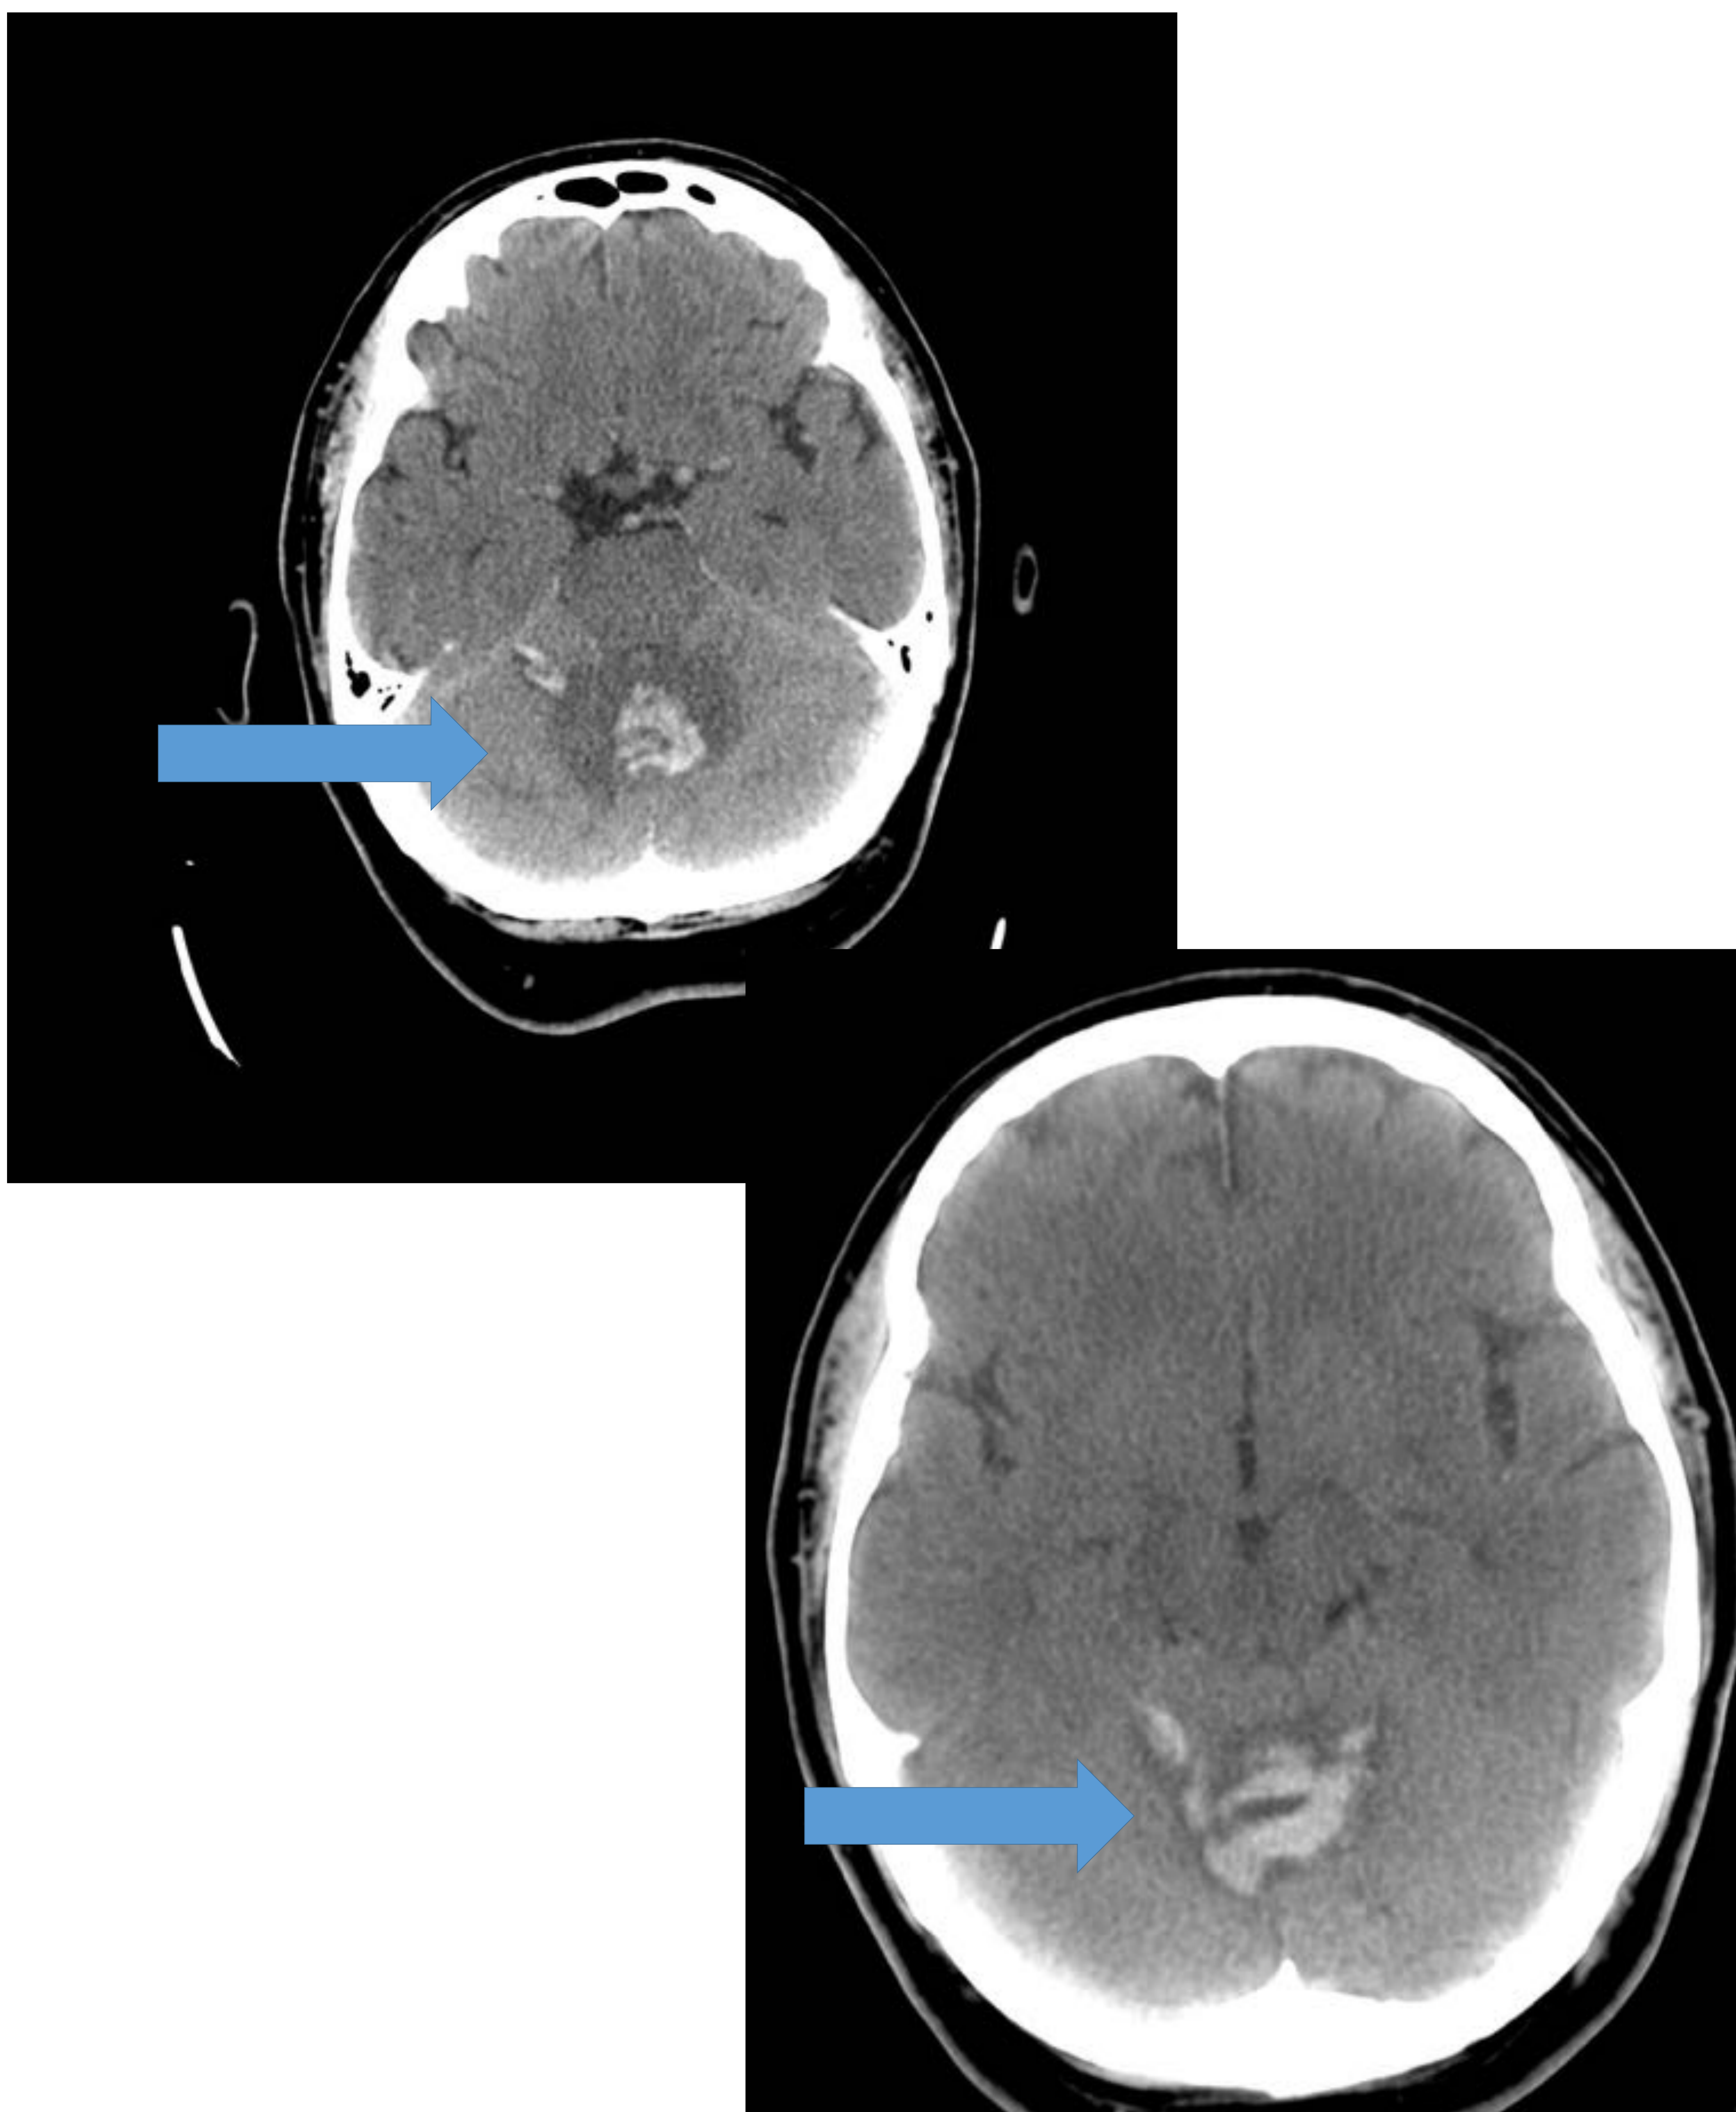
Varón de 67 años que acude con inestabilidad de la marcha y cefalea. En TC se aprecia una lesión hemorrágica en fosa posterior con edema perilesional, que condiciona efecto masa sobre el tronco del encéfalo (flechas).
